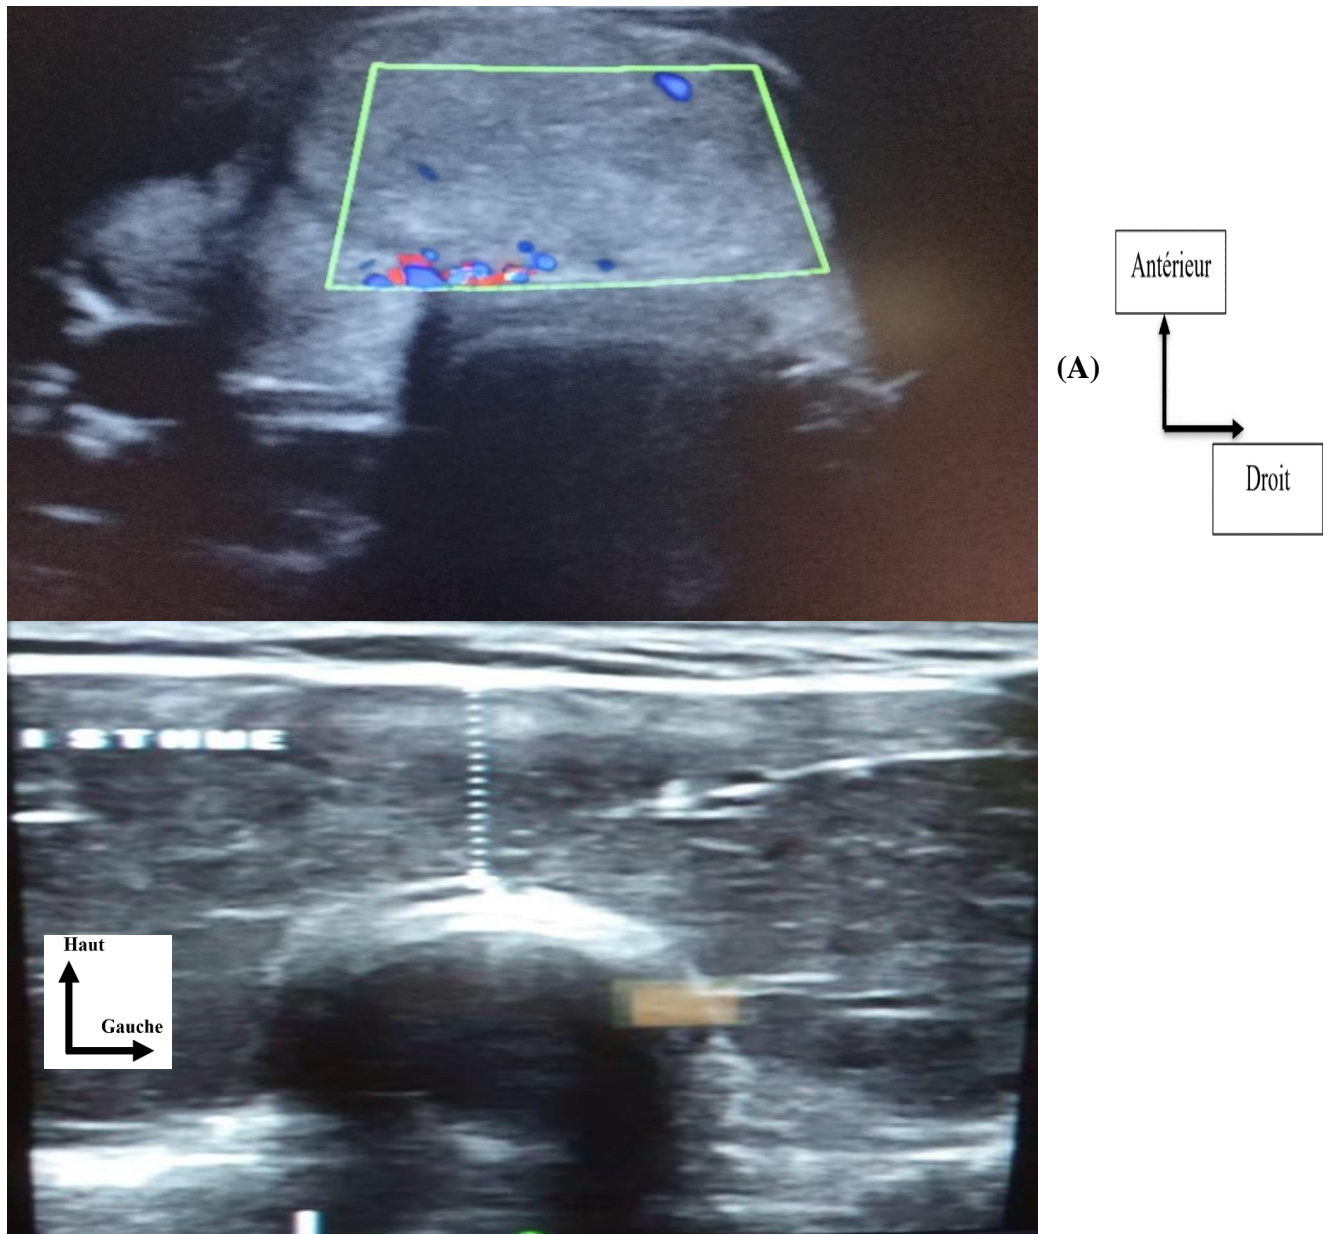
Echographie de Mme F.B. 50 ans en coupe longitudinale objectivant un volumineux nodule isthmique iso échogène avec vascularisation mixte au doppler couleur classé Tirads 3
